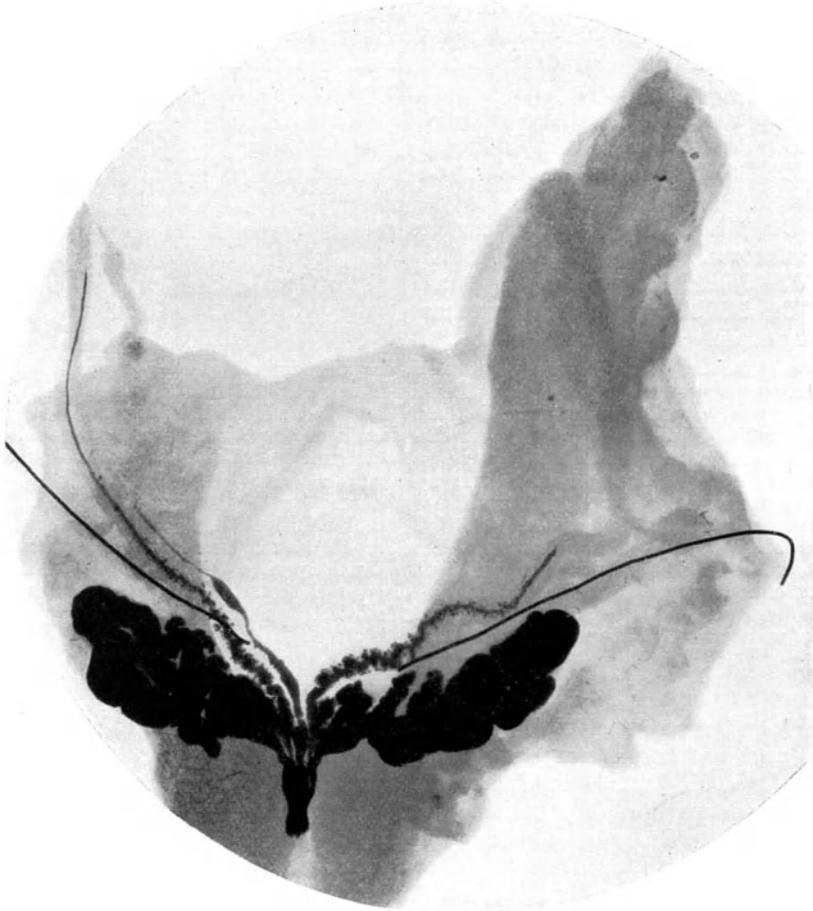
Persistenz des rechten Müllerganges. Röntgenogramm nach PICKER. — In beiden Harnleitern Metallsonden, Samenwege mit Kollargol gefüllt. (Aus VOELCKER: Chirurgie der Samenblasen.)
